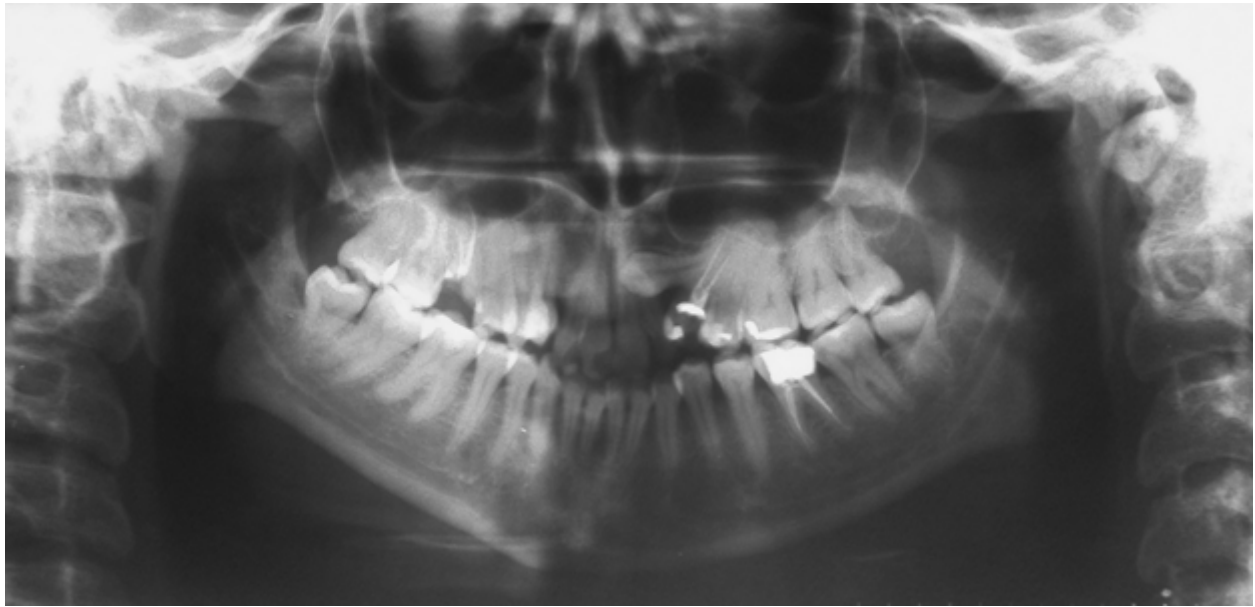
Ортопантомограмма. Ретенция и дистопия зуба 2.2.
